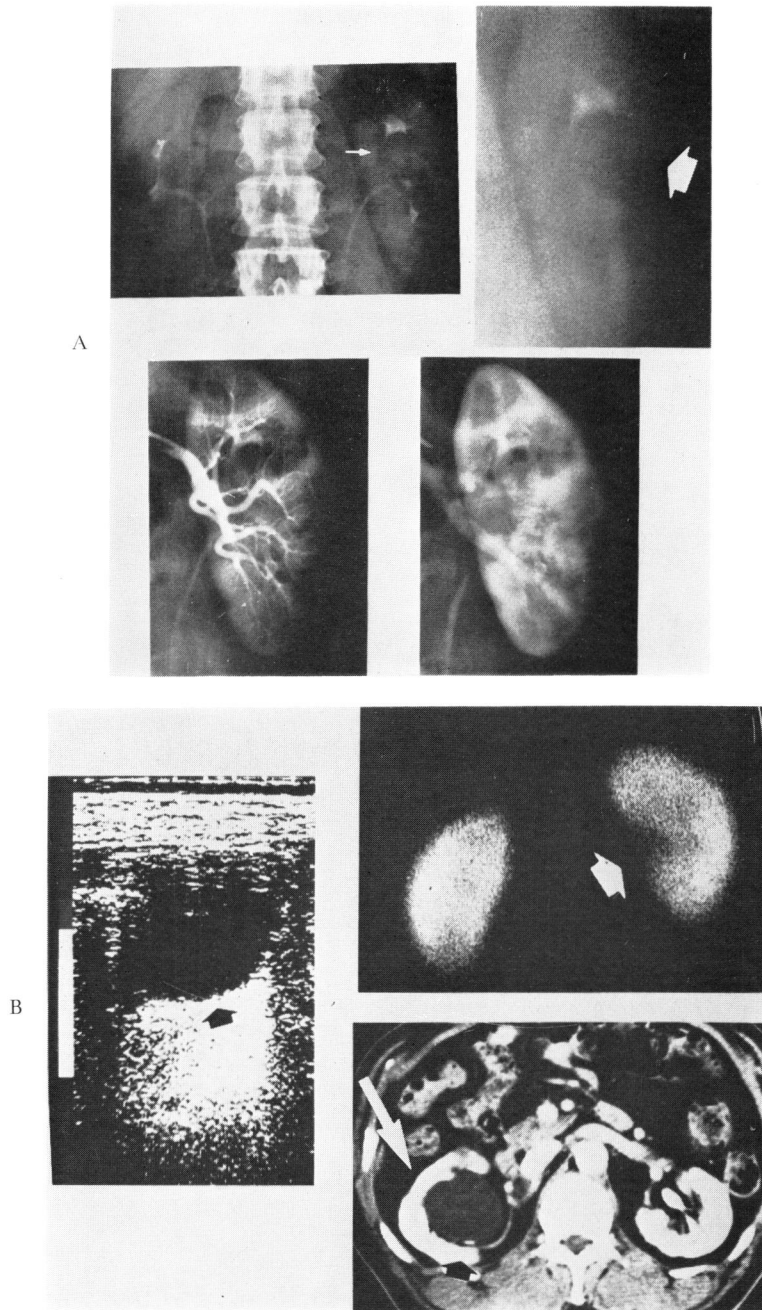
A; IVP, nephrotomography, selective left renal arteriography (arterial phase and venous phase) in case 5.
